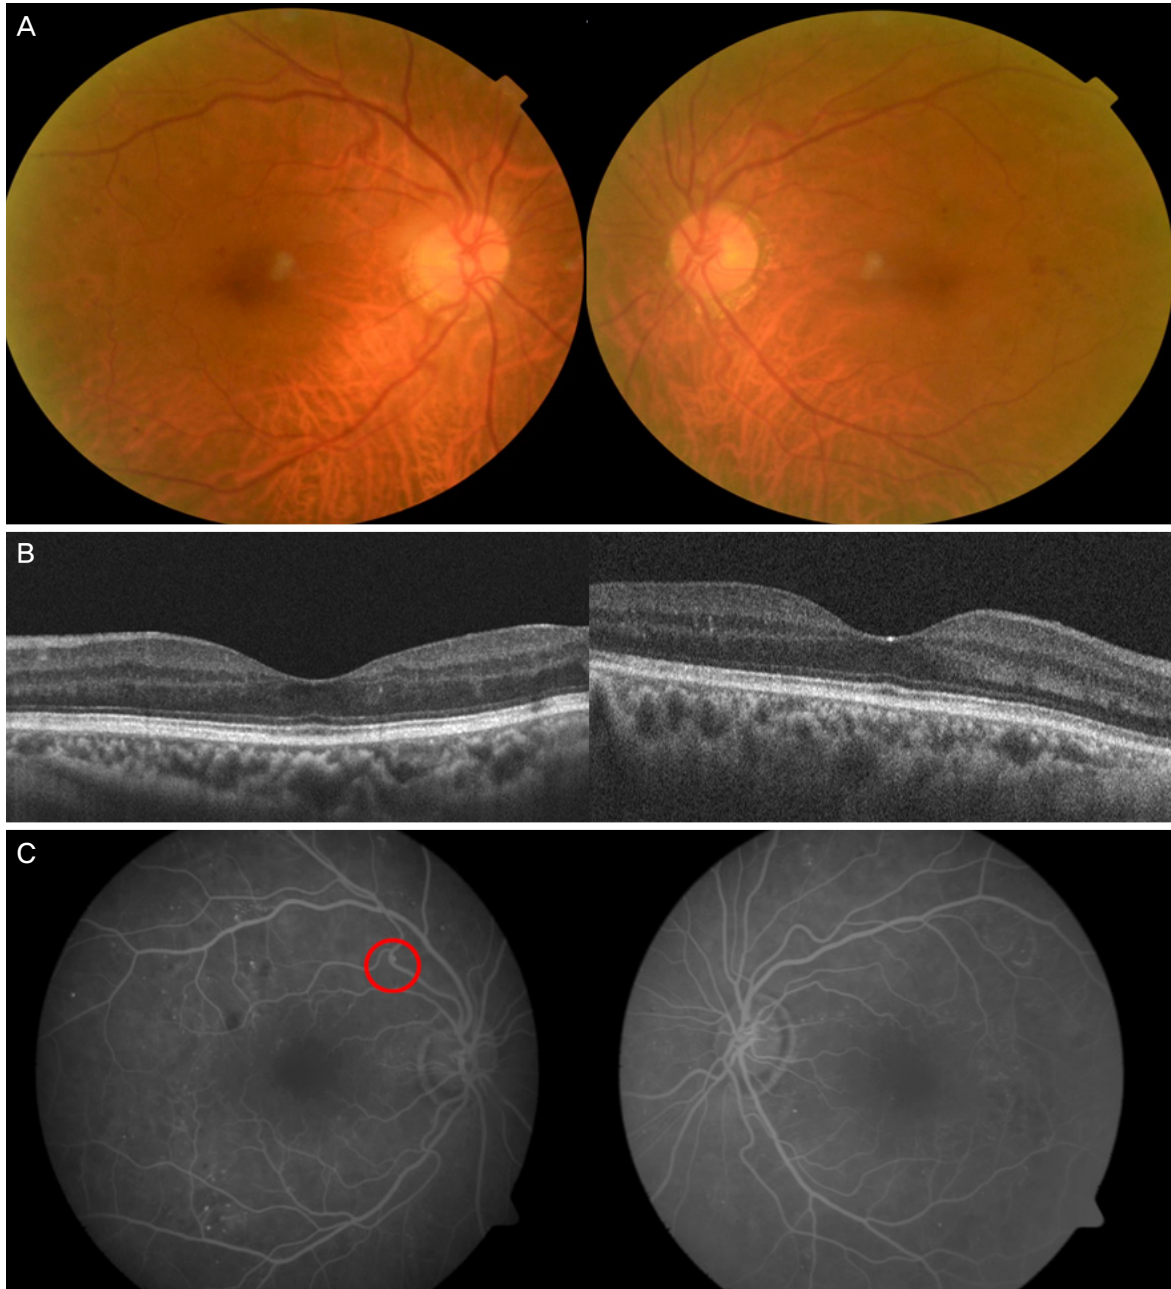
Initial clinical manifestations of the 70-year-old female patient. There are retinal multiple spot hemorrhages on fundus photography (A), but subretinal fluid was not identified in both eye on optical coherence tomography scans (B). Small retinal arterial macroaneurysm (red circle) was found in the supero-temporal artery of the right eye on fluorescein angiography (C).
